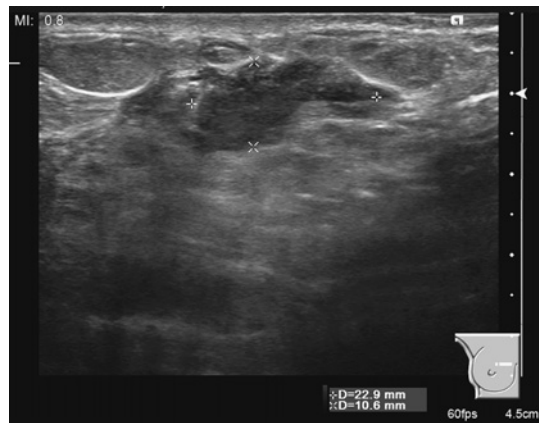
入院時超音波検査 : 直径22.9×短径10.6 mm大の低エコー域を認める
